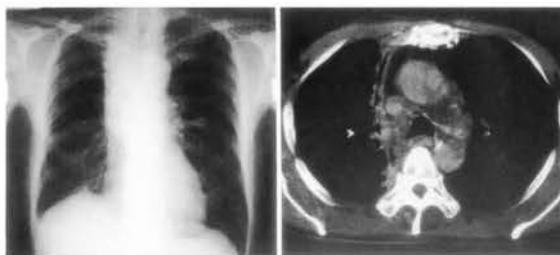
Chest radiograph (PA view) and CT (with CE) taken about one year later following combined radiotherapy and chemotherapy show mediastinal soft tissue density which has not grown after therapy. Radiation fibrosis is observed.
